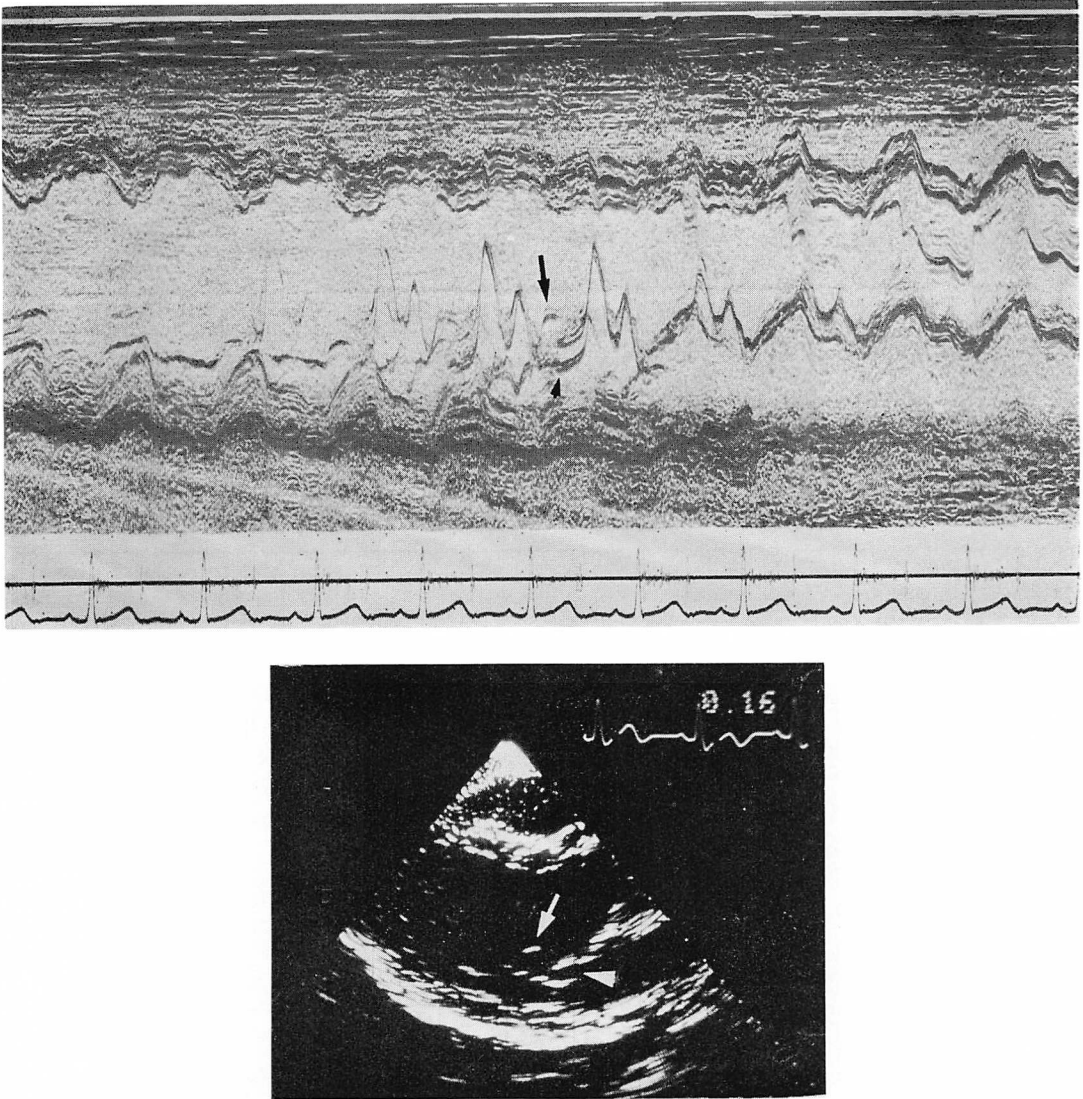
Echocardiogram with mitral valve prolapse (20 y.o., male).
